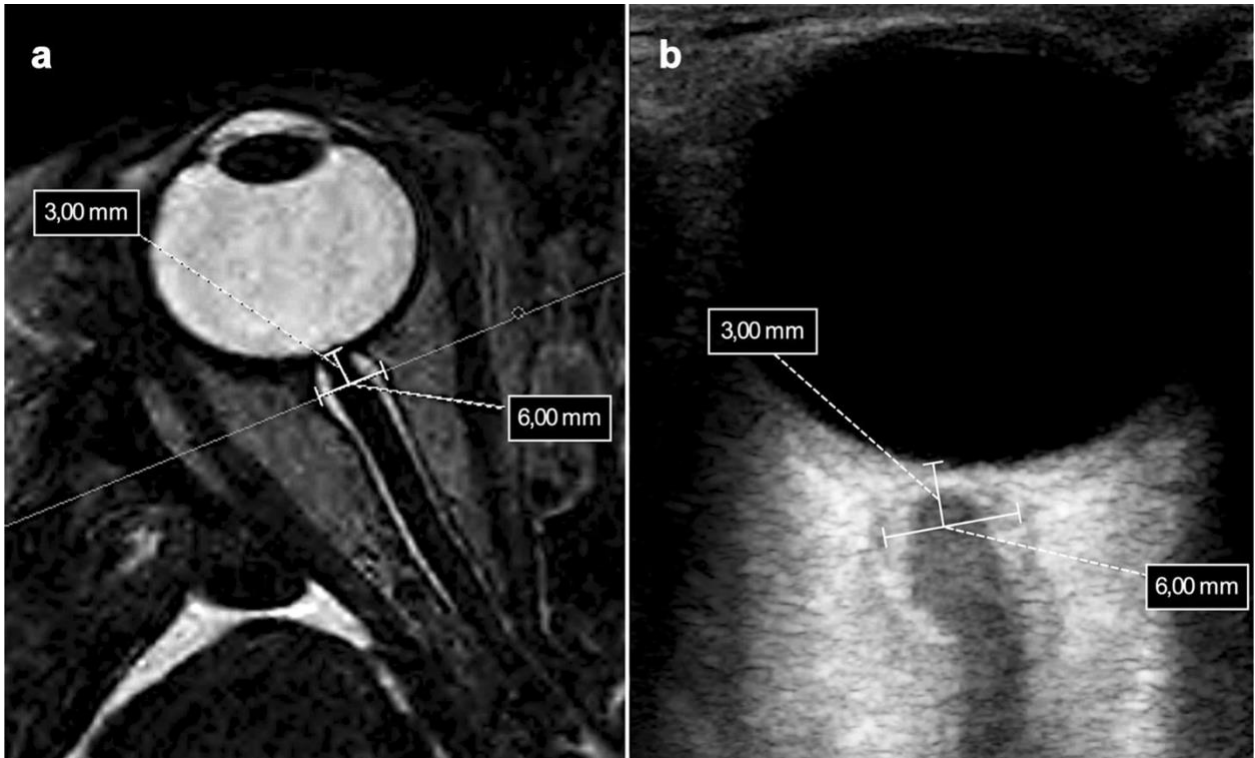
Medición del diámetro de la vaina del nervio óptico por resonancia magnética (a) y ultrasonografía (b). RM-ONSD (panel A): se obtuvieron reconstrucciones multiplanares para evaluar la ONSD bilateralmente, 3 mm por detrás del globo óptico en los planos axial y coronal (es decir, respectivamente paralelo y perpendicular al eje de los nervios ópticos). US-ONSD (panel B): ONSD se evaluó 3 mm detrás del globo óptico. Para medir la ONSD, se midió la distancia entre los bordes externos del área hiperecogénica que rodea al nervio óptico. Los cursores del calibrador se colocaron en el contorno exterior del ONS, perpendiculares a su eje longitudinal.(4)
